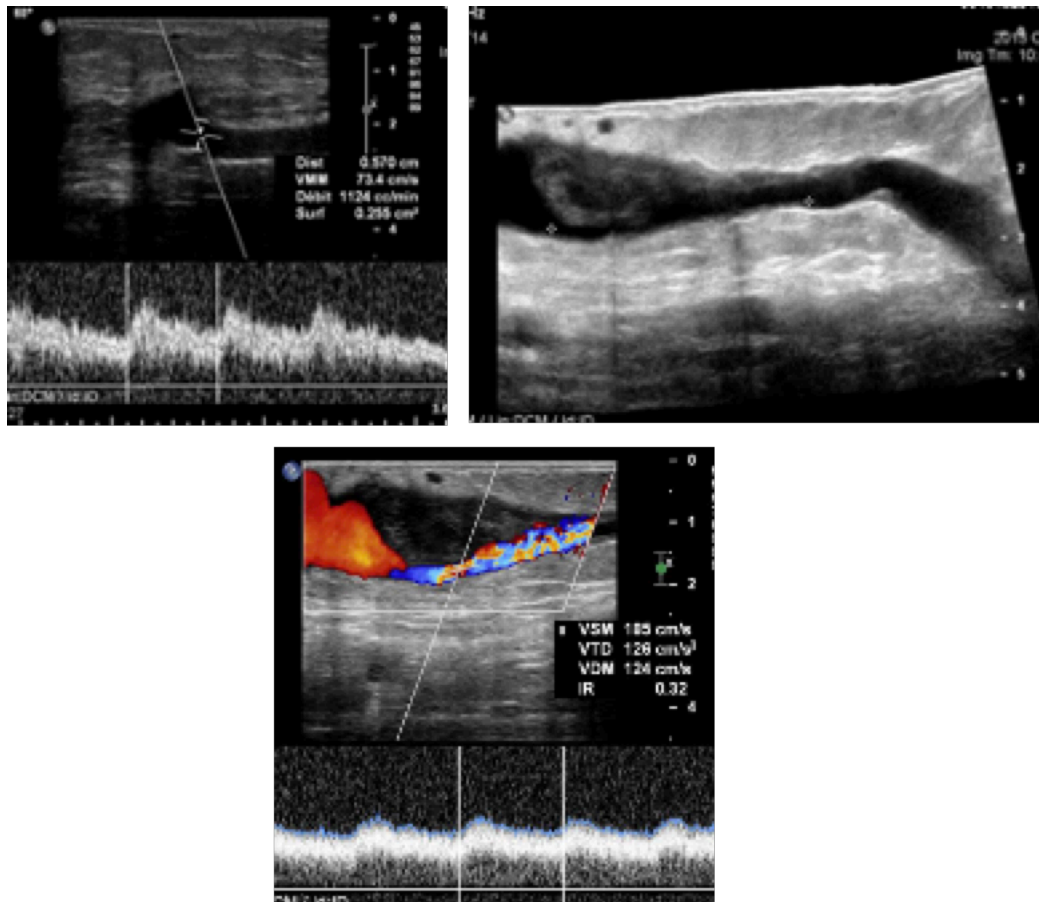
Échodoppler Mode B, couleur et pulsé d'une FAV huméro-basilique de 45 jours présentant une thrombose partielle marginale réduisant la lumière de la veine de drainage, débit normal [67]
